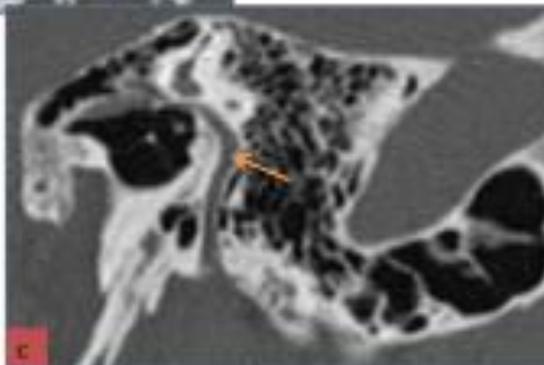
TDM DU NERF FACIAL INTRAPETREUX [15]
